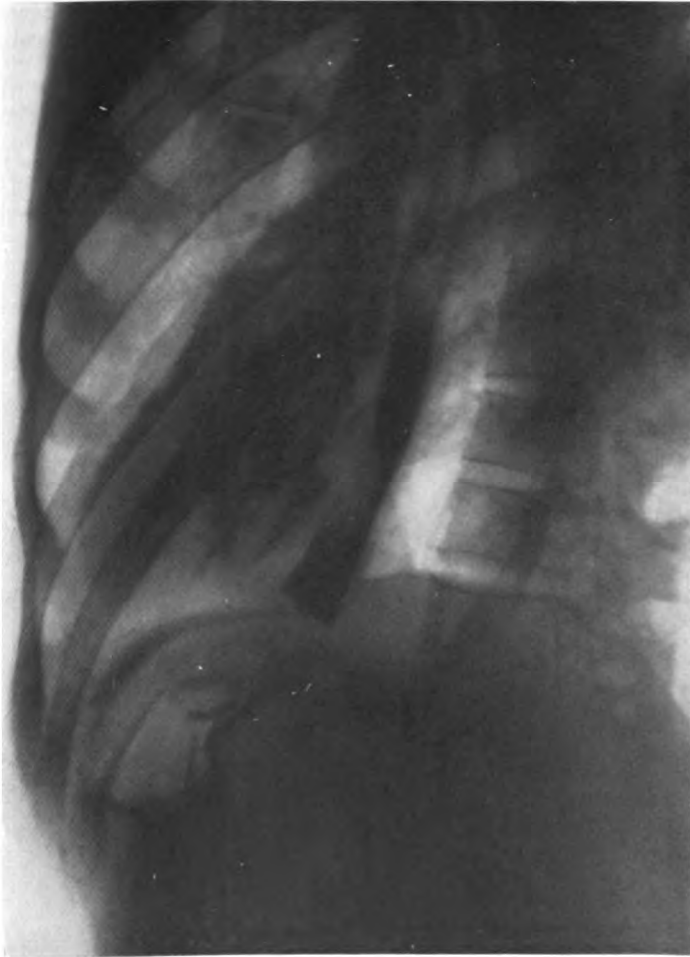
Röntgenbild.* Fall Chr. E. Speiseröhre mäßig erweitert — scharfrandiger Füllungsdefekt der Pars abdominalis oesophagi.
